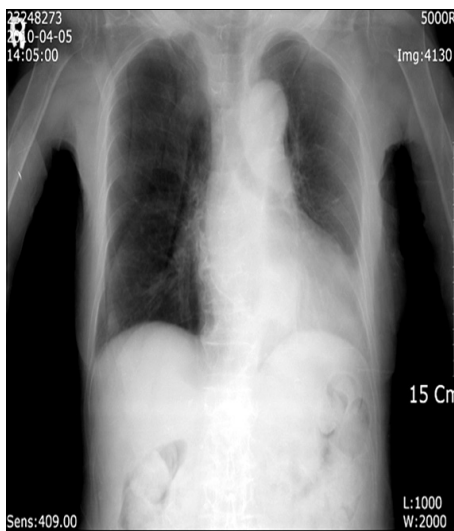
Simple X-ray finding of case A. Except for mild cardiomegaly, no active primary or metastatic lung lesions were noted.
